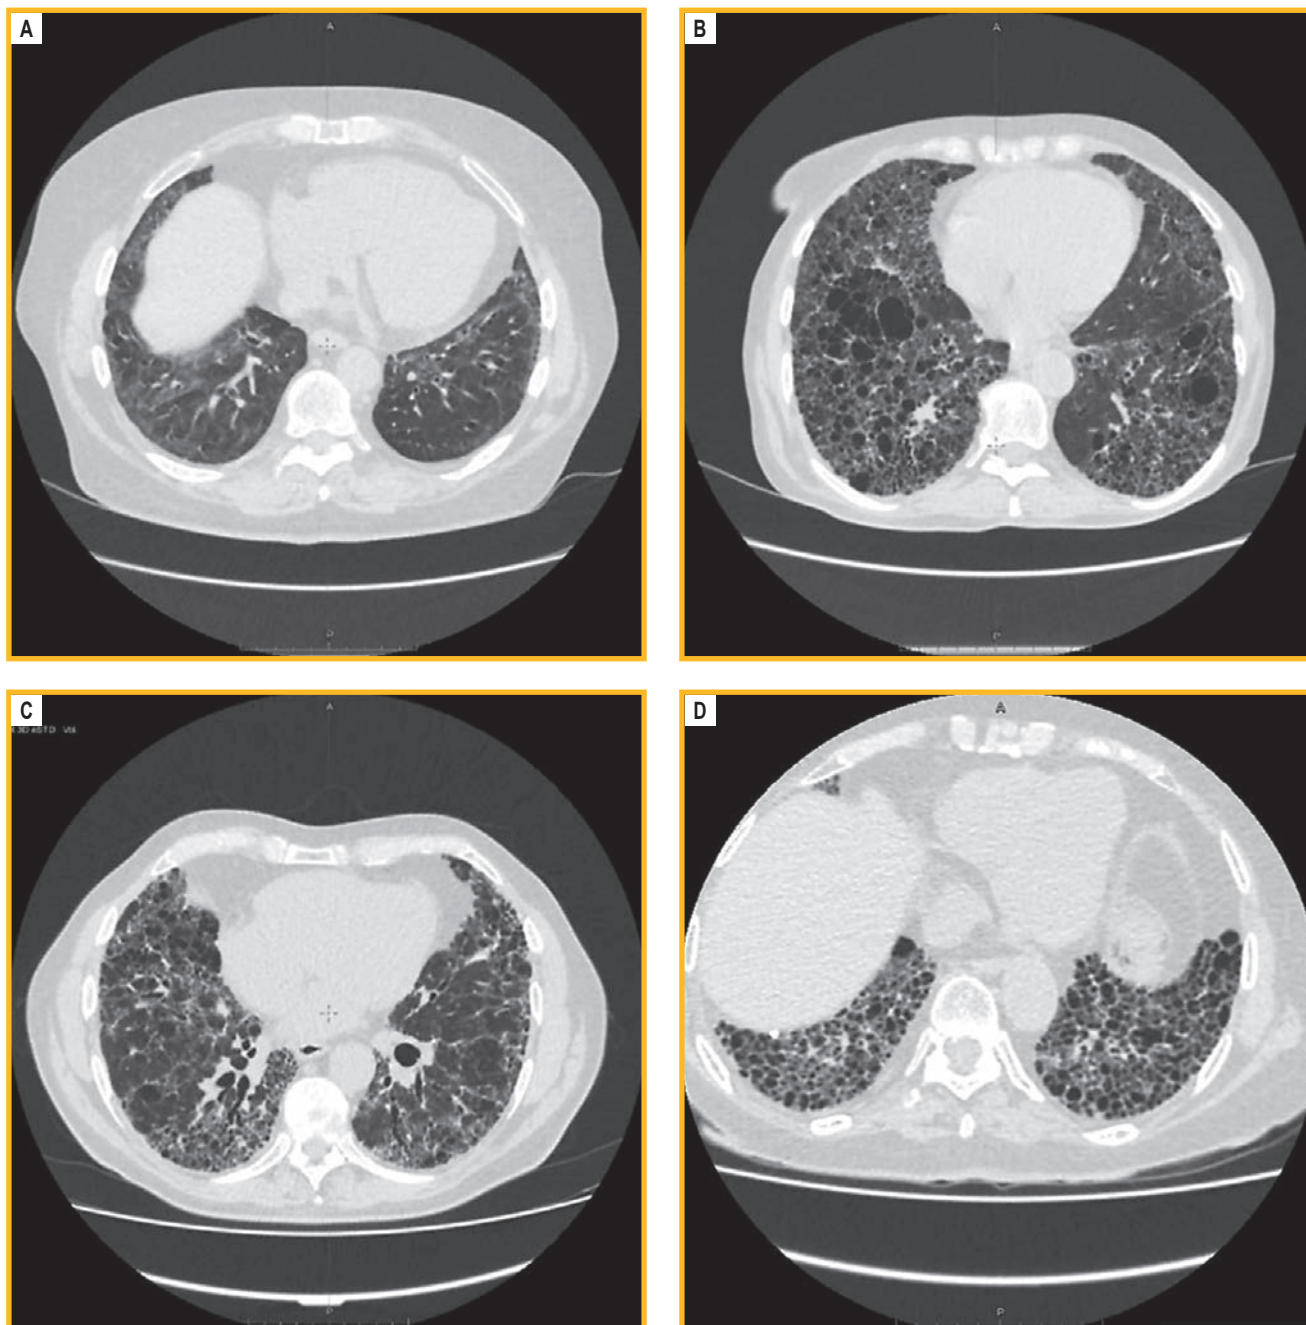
Различные компьютерно-томографические паттерны у пациентов с интерстициальными заболеваниями легких при системной склеродермии. Компьютерная томография органов грудной клетки, аксиальный срез: А – нефиброзная / клеточная неспецифическая интерстициальная пневмония; В – сочетание фиброзной неспецифической интерстициальной пневмонии и эмфиземы; С – фиброзная неспецифическая интерстициальная пневмония; D – обычная интерстициальная пневмония
